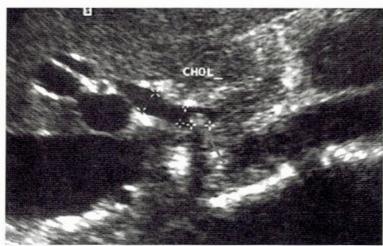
Конкремент в дистальном отделе холедоха (трансабдоминальное УЗИ)
